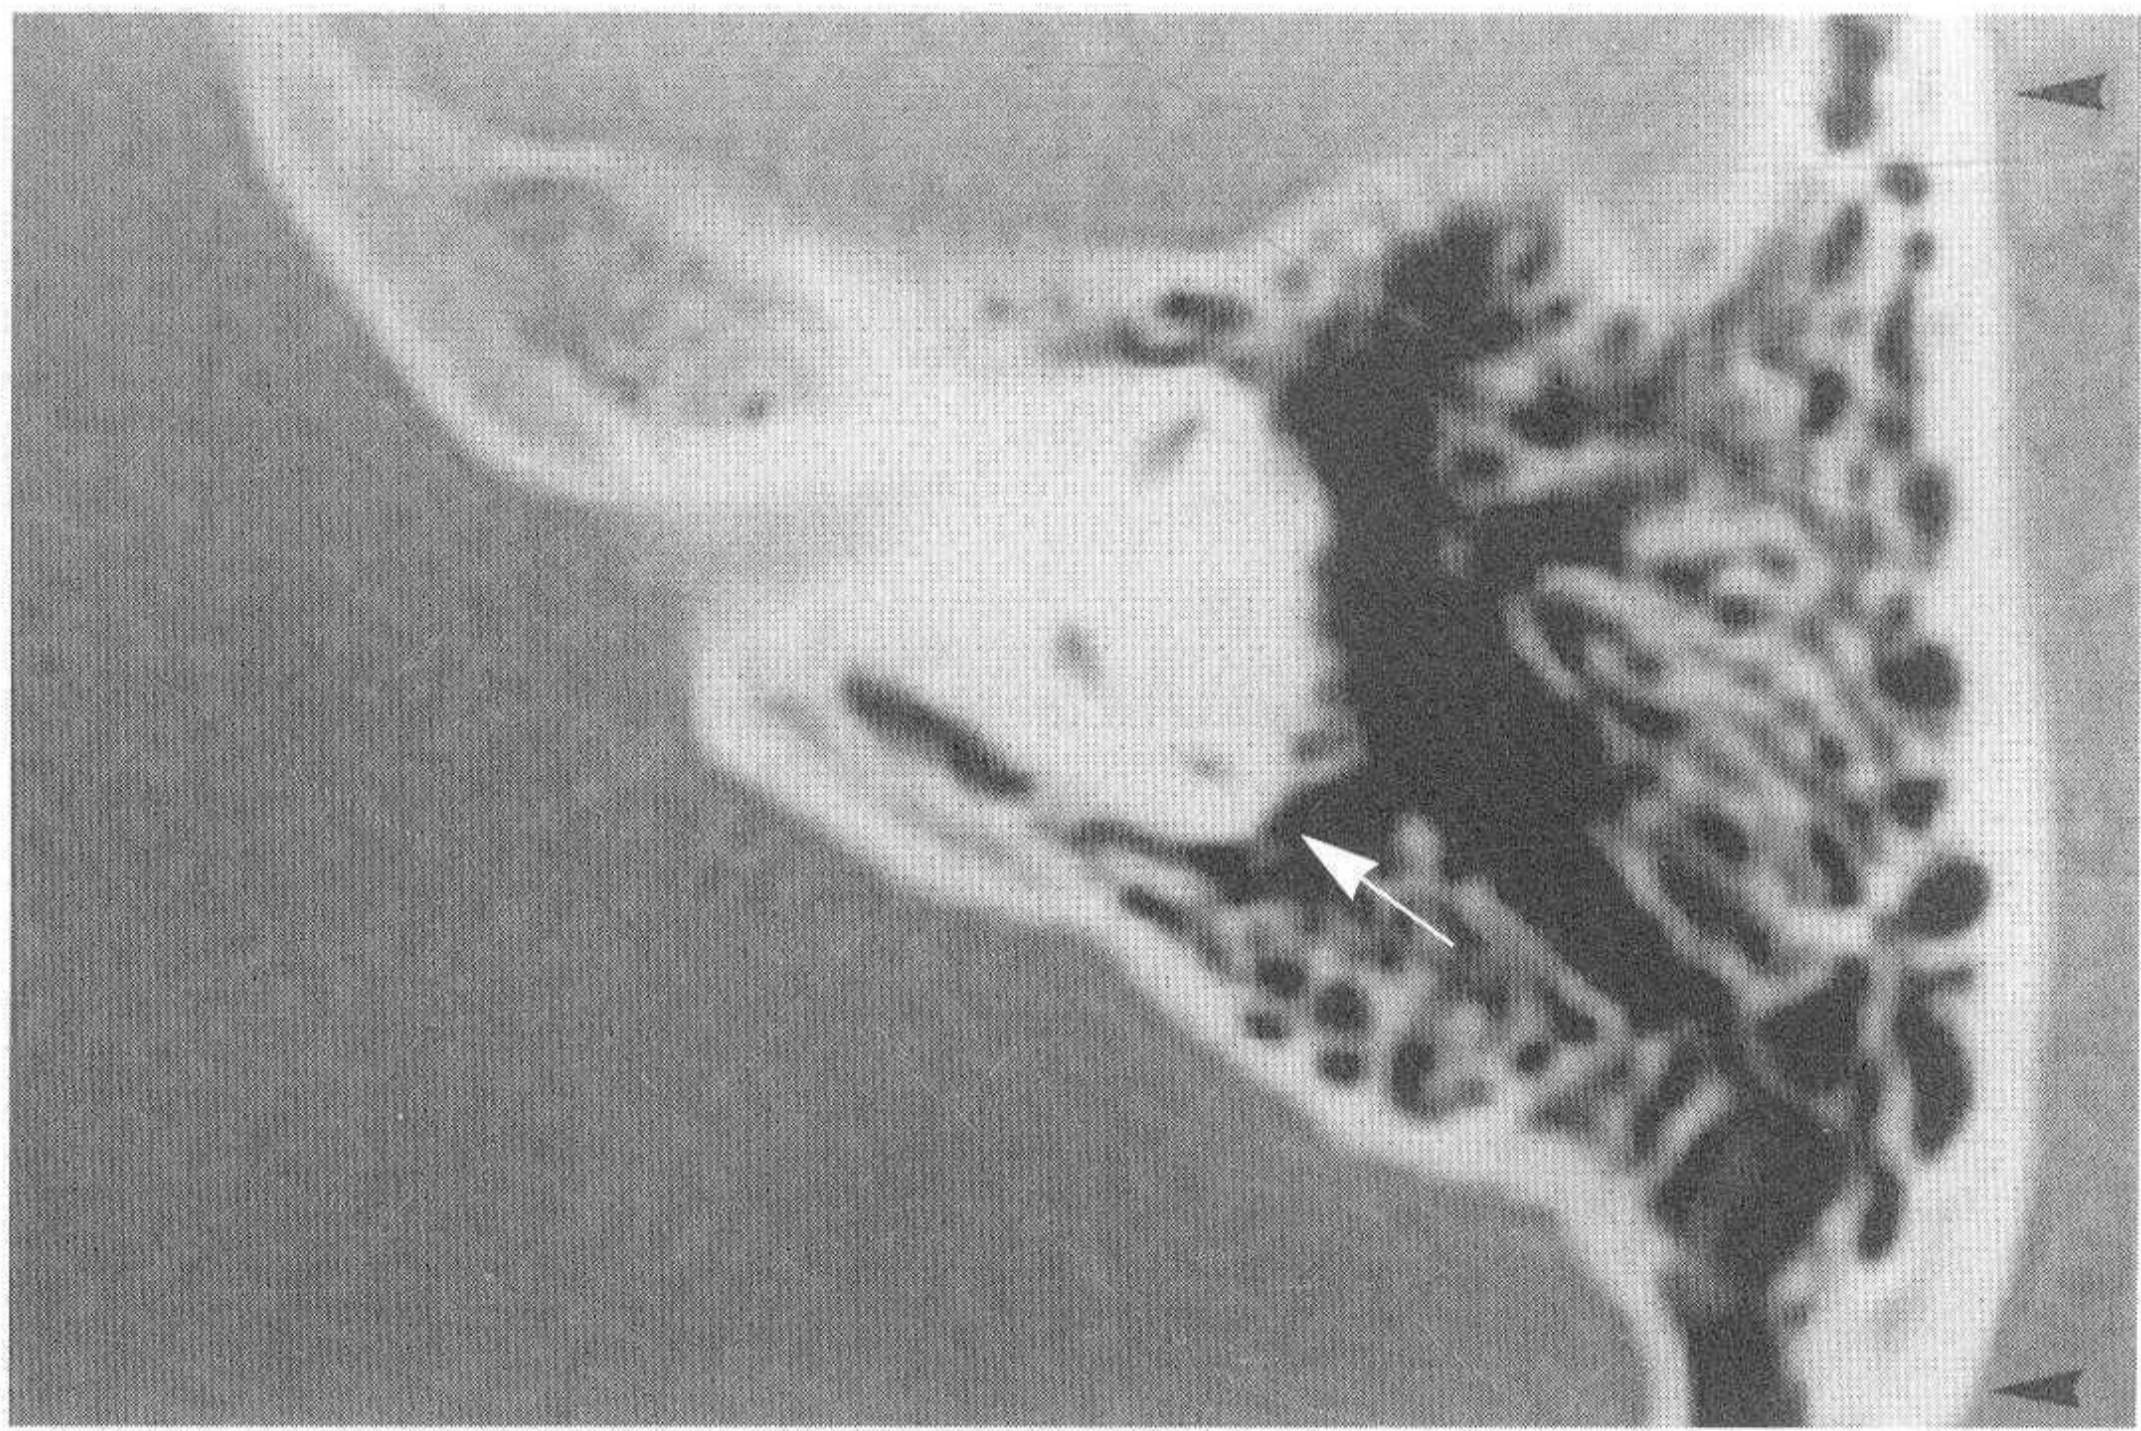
对应正常颞骨CT图像（黑小箭头示颞骨气房间颞弓、乳突扩展，大箭头示后半规管）
